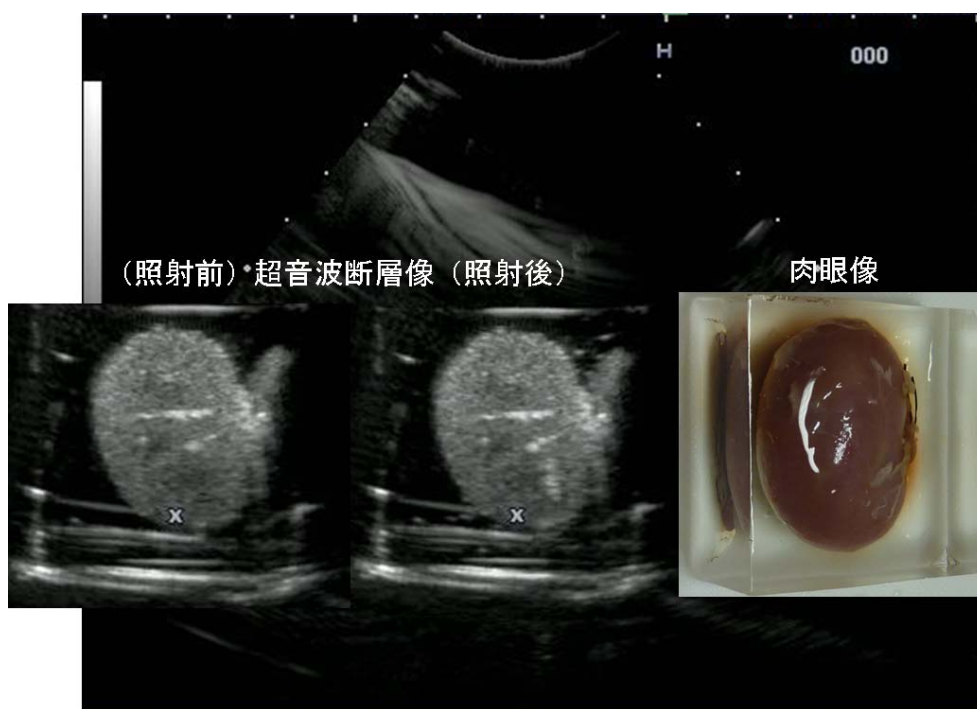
2-2-20. 超音波断層像による照射対象物 (ex-vivo ウサギ腎) の照準
